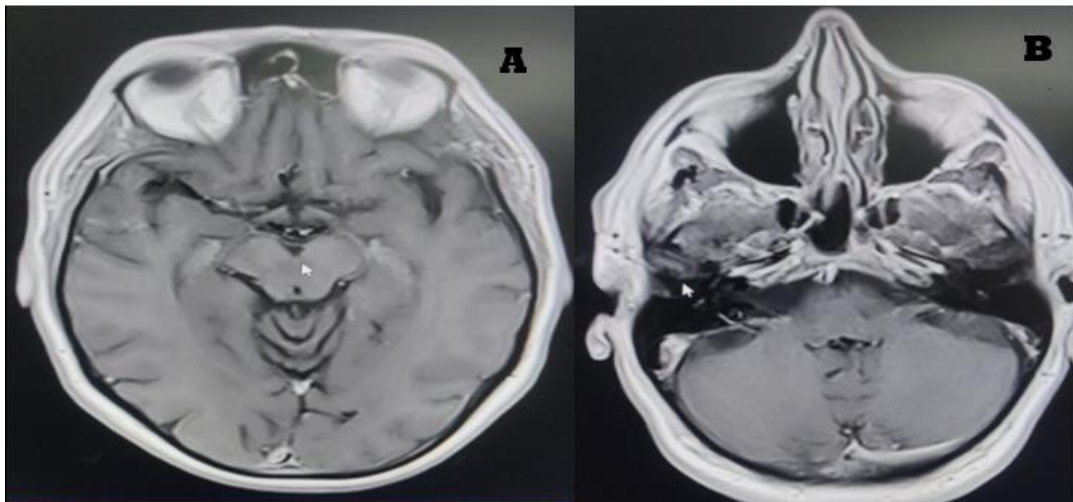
A y B. Caso 1: Resonancia magnética cerebral con sin contraste normal.
